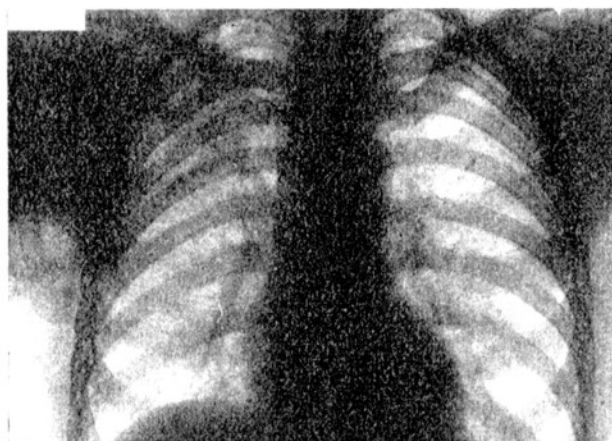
Radiografía 28-11-1953.
